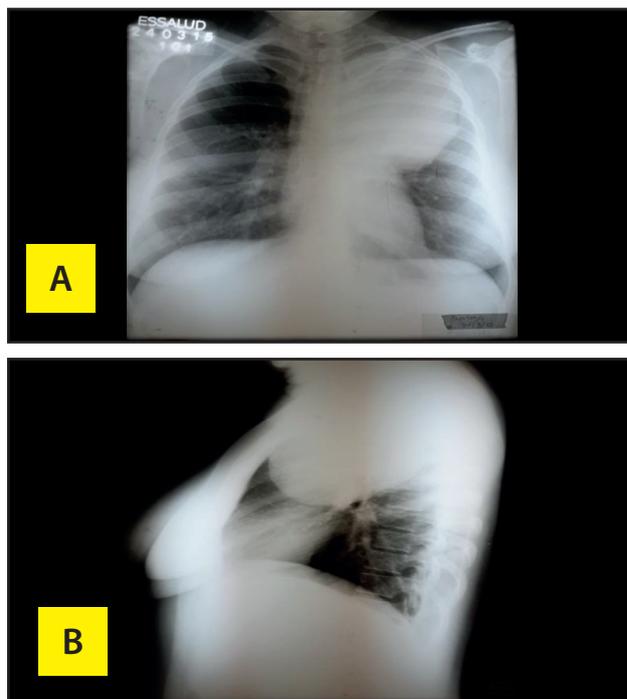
En la imagen 1A y 1B se reconoce radiografía de tórax posteroanterior y lateral, se evidencia una gran masa radiopaca que ocupa parte del lóbulo superior izquierdo.
